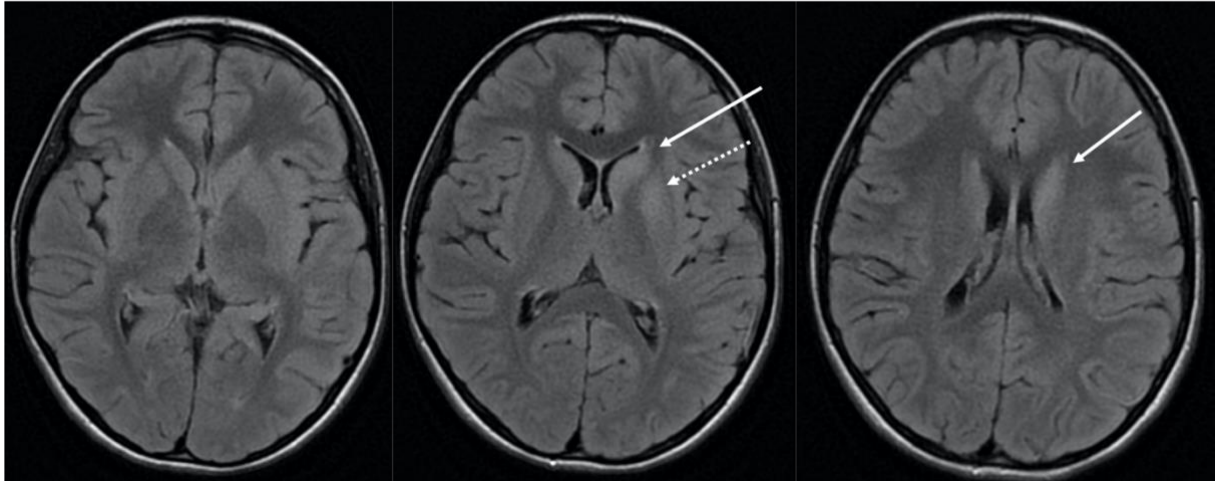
Cas 73 : Enfant de 11 ans, sans antécédent : céphalées, confusion, troubles du comportement et amnésie antérograde. La ponction lombaire retrouve une méningite lymphocytaire avec des anticorps anti-GluR5. Une TEP est réalisée devant la forte suspicion de lymphome de Hodgkin. Elle retrouve une hyperfixation ganglionnaire médiastinale, qui une fois biopsiée, confirme une maladie de Hodgkin scléro-nodulaire de stade IIA. La patiente présente donc un syndrome d'Ophélie. L'IRM cérébrale sur la séquence FLAIR retrouve un discret hypersignal de la tête du noyau caudé gauche (flèches pleines) et de la partie antérieure du putamen (flèche en pointillé). La patiente a présenté une bonne évolution clinique.
